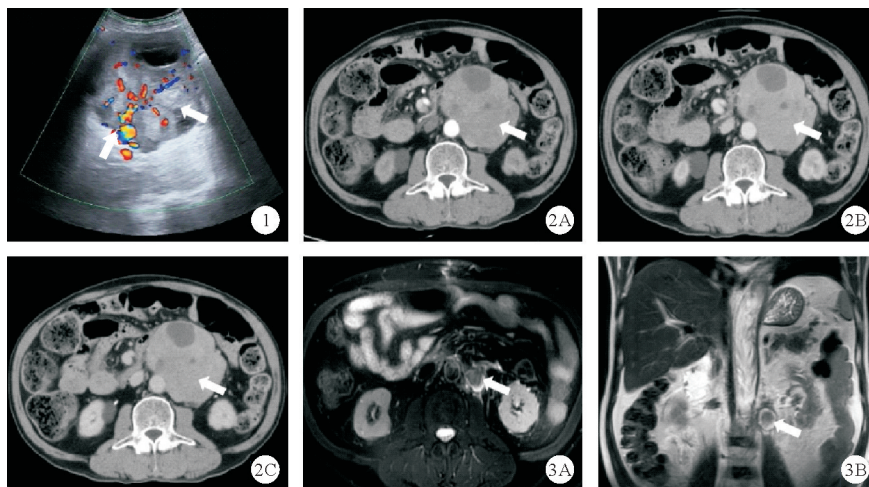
2023年5月5日患者腹部彩超结果(左中腹腹膜后巨大囊实性占位,如箭头所示) 图2 2023年5月10日患者增强CT检查结果(A:动脉期;B:静脉期;C:延迟期;动脉期及静脉期不均匀明显强化,延迟期密度减低,如箭头所示) 图3 2023年9月7日患者术后MRI平扫检查结果(A:横轴位;B:冠状位;左腰大肌旁可见团块,周围絮状压脂高信号,并见多发小淋巴结,如箭头所示)
